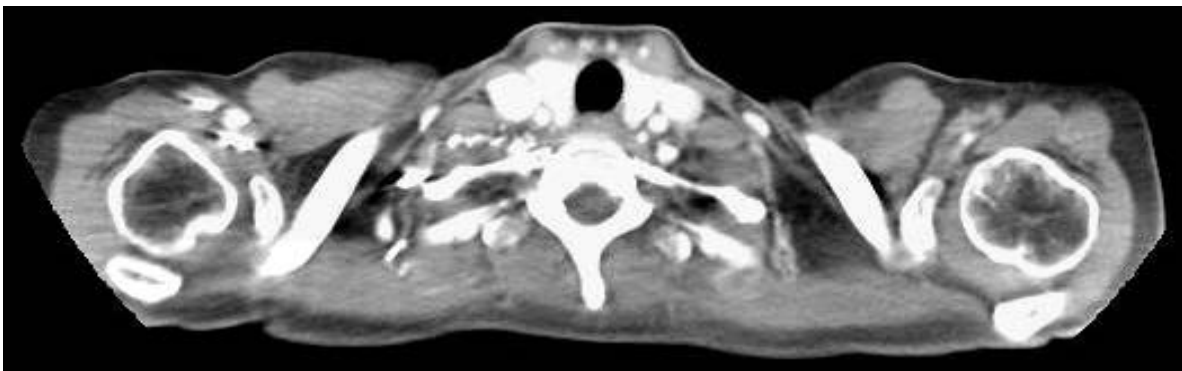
TAC de cuello postneoadyuvancia, en el que se observa la ausencia de ganglios supraclaviculares sospechosos.
